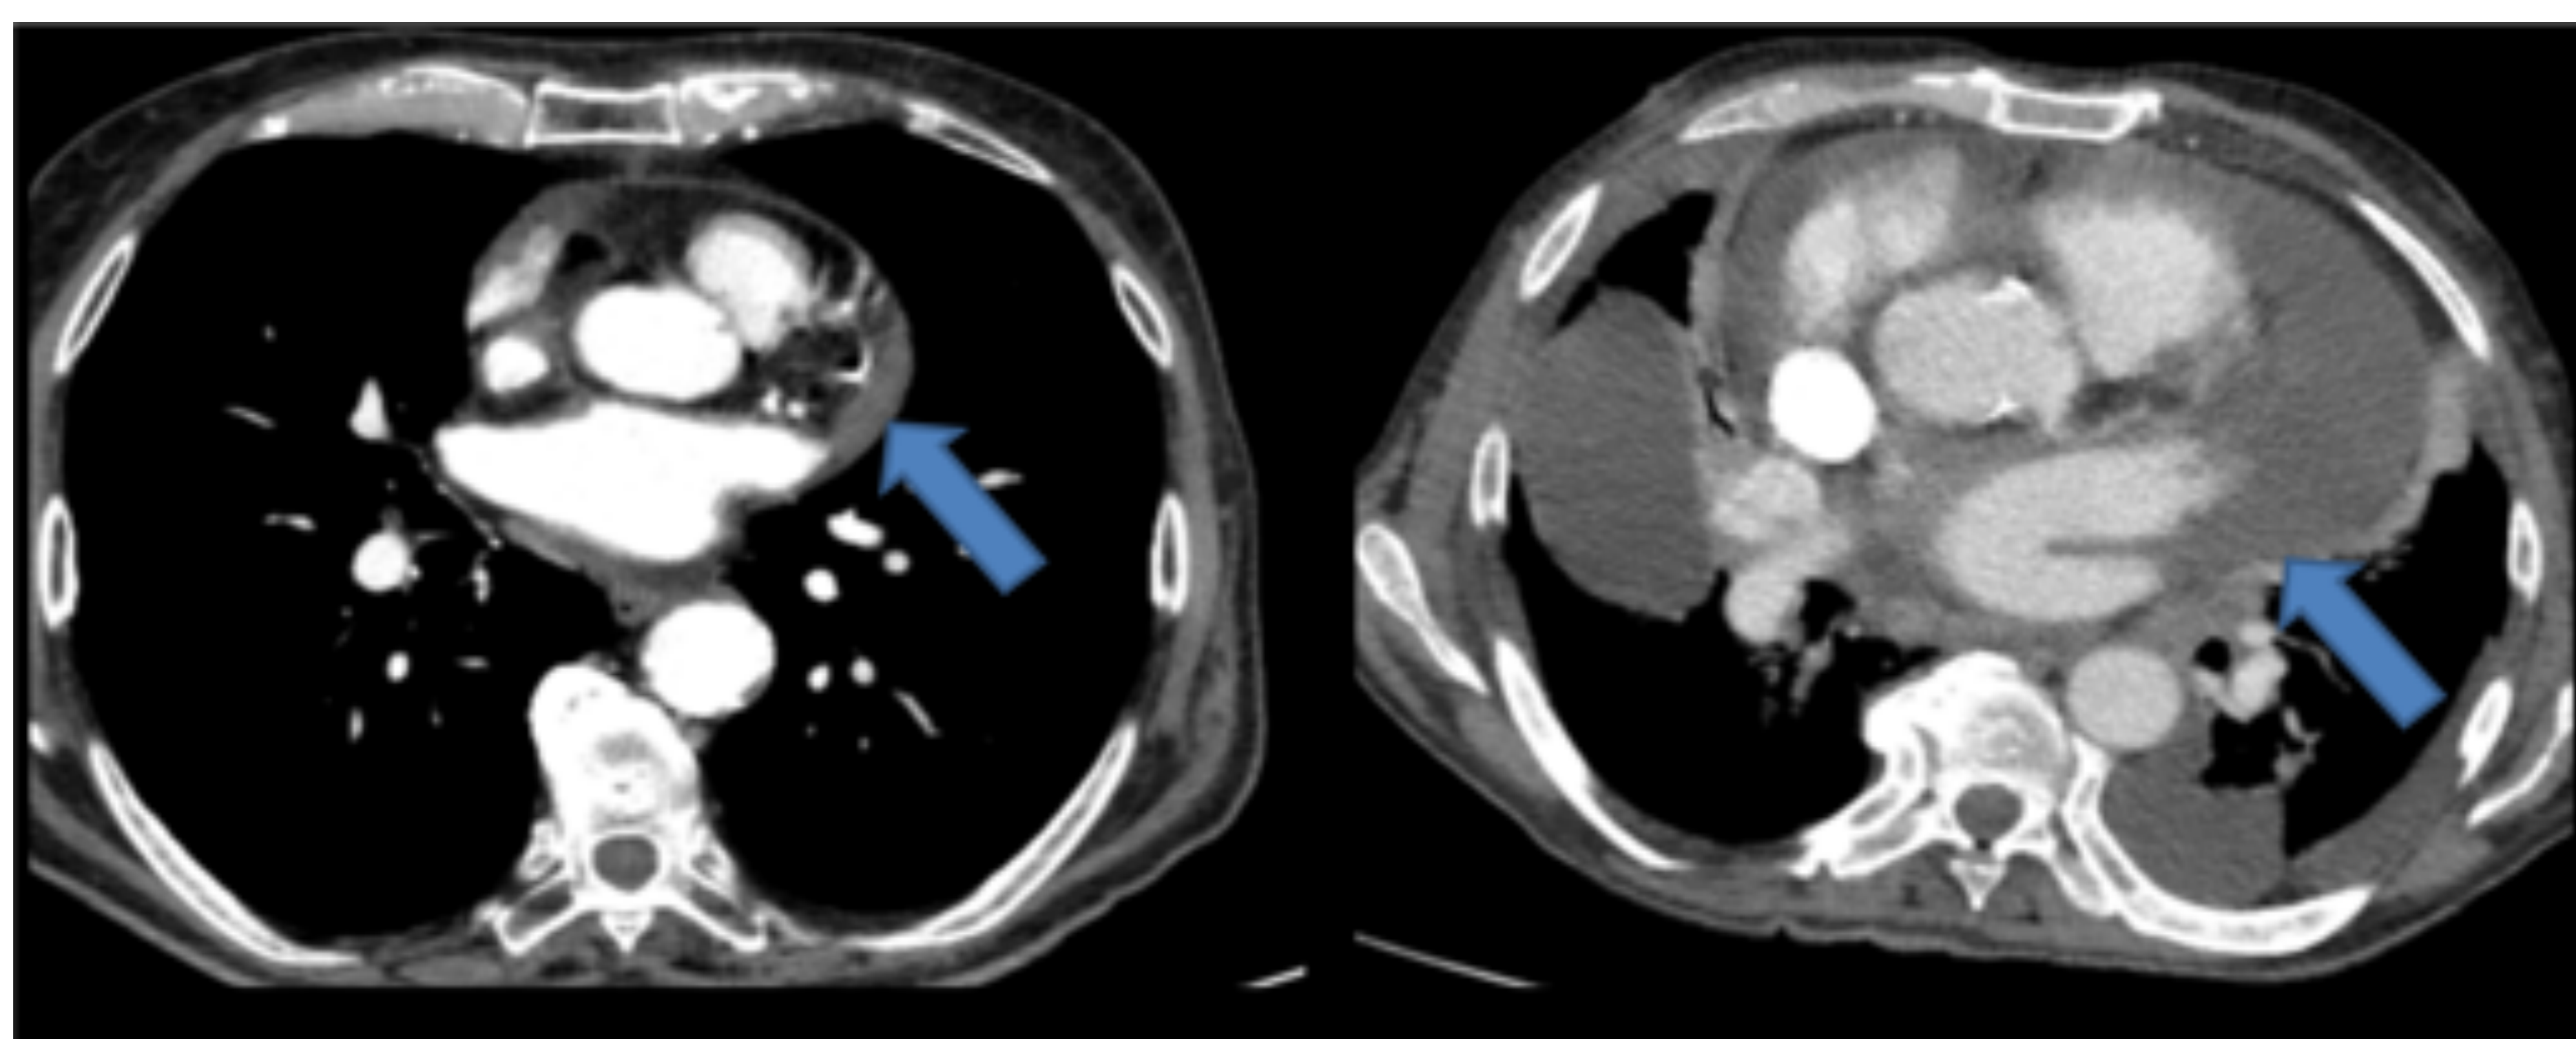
TC de tórax con CIV: Derrame pericárdico hipercaptante en relación con exudado
